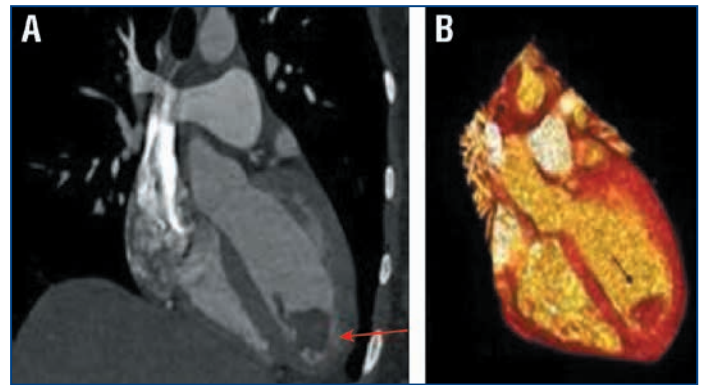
Пациентка, 25 лет, с ПКМП и тромбозом полости левого желудочка; двухмерный (А) и трехмерный (В) режимы МРТ [31]
